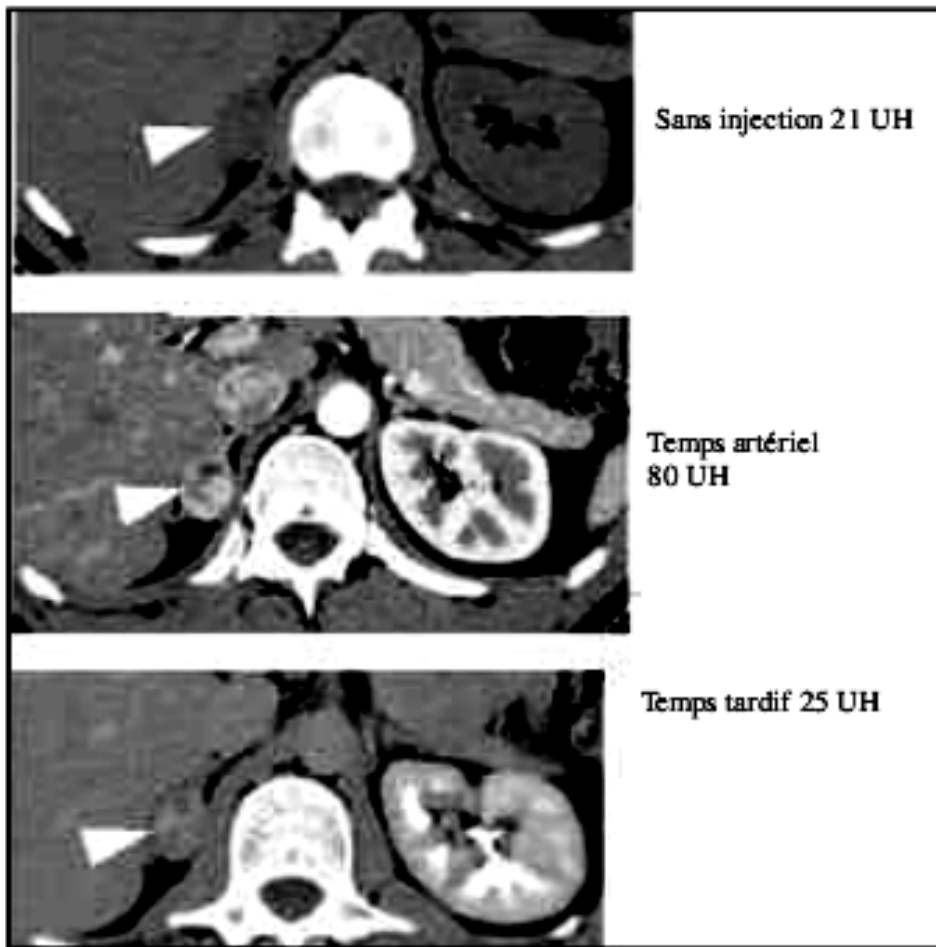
étude de la prise de contraste d'un adénome en TDM
